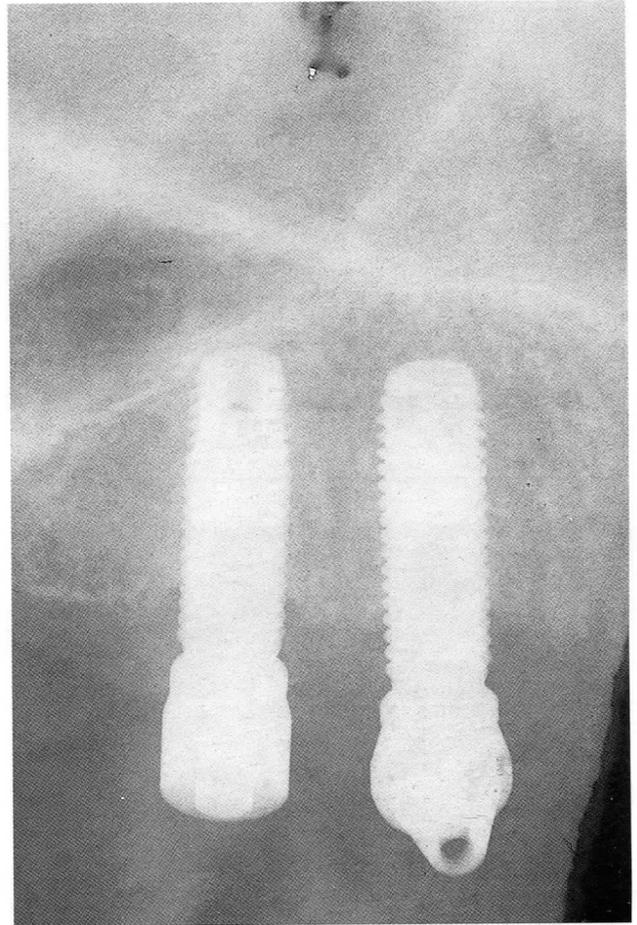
Radiografías intraorales que muestra un buen asentamiento de los pilares sobre las fijaciones.
